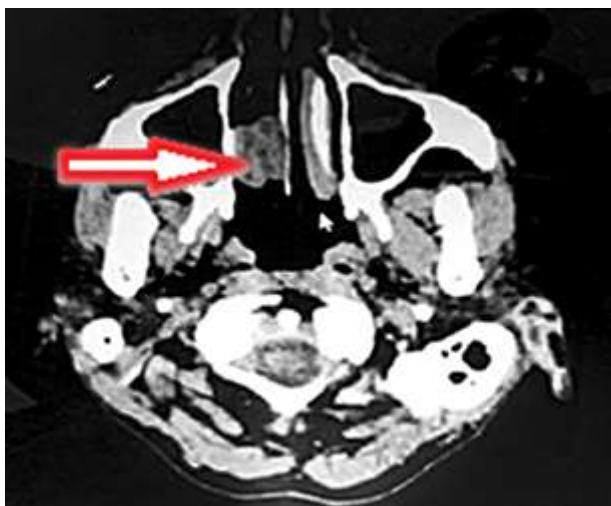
Tomografía axial computarizada. Nótese tumoración en fosa nasal derecha.
